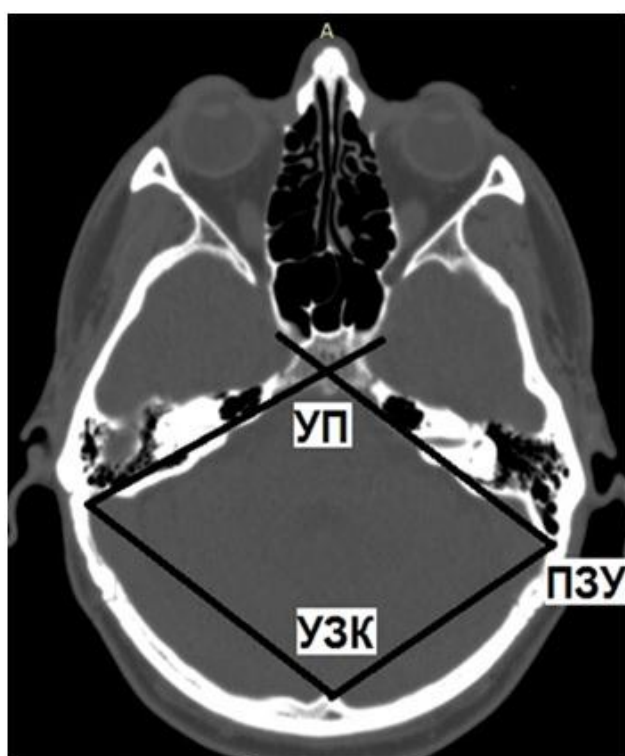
Измерения на КТ в аксиальной проекции: УП – угол схождения осей пирамид; ПЗУ – пирамидно-затылочный угол; УЗК – угол затылочной кости
